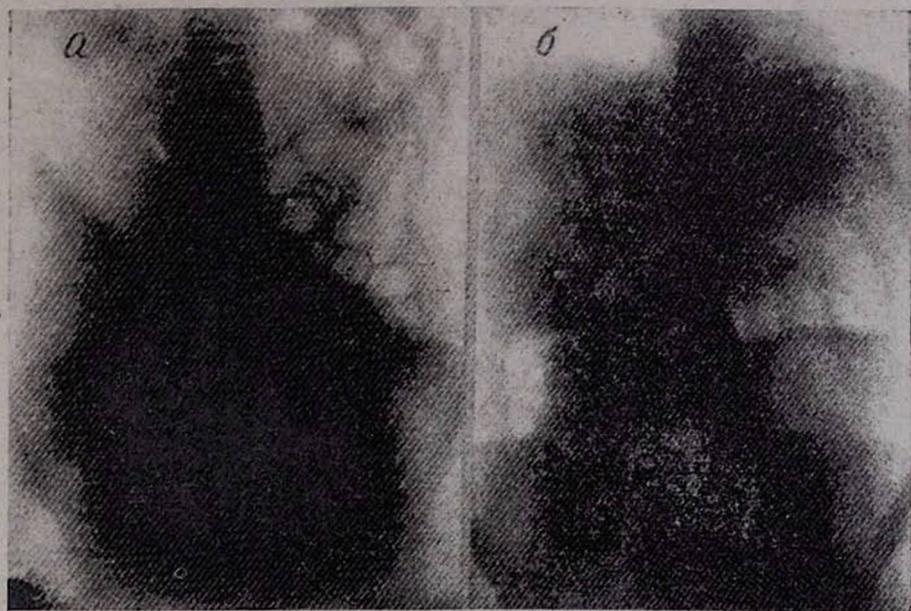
Обзорная рентгенография брюшной полости. В левой половине живота хорошо видны вздутые газами петли тонкой кишки (симптом нарушения газового баланса). б. Обзорная рентгенография той же больной через 24 часа после первой рентгенографии. На месте вздутых газами петель тонкой кишки имеются «чашки Клойбера» и арки тонкокишечного характера.
